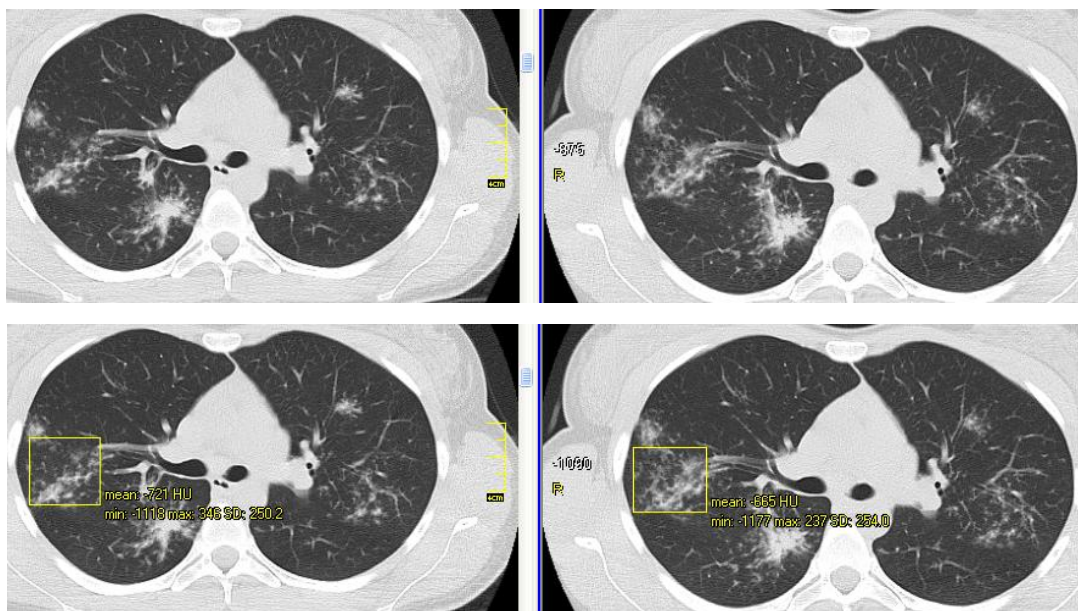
КТ хворої К., саркоїдоз II стадії: зліва – до лікування, справа – після ГКС-терапії протягом 3 міс.; верхня частина рисунка – нечіткі ознаки прогресування процесу в правій легені; нижня частина рисунка – збільшення щільності паренхіми у виділеній ділянці з –721 HU до –665 HU підтверджує негативну динаміку процесу
